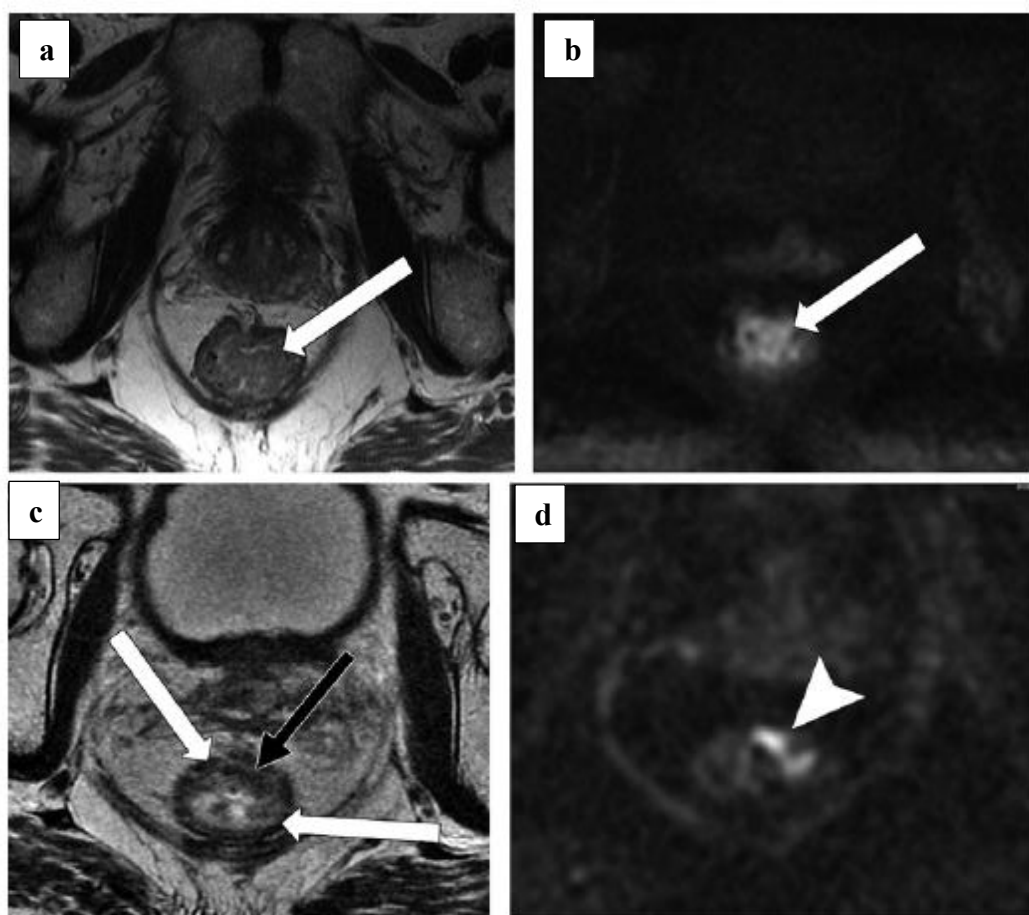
Risposta parziale dopo terapia neoadiuvante. Le scansioni a. (assiali oblique T2-pesate) e b. (DWI) ottenute PRIMA del trattamento neoadiuvante, mostrano il tumore del retto basso (freccia) caratterizzato da segnale di intensità intermedia in a. e da restrizione della diffusione in b.
